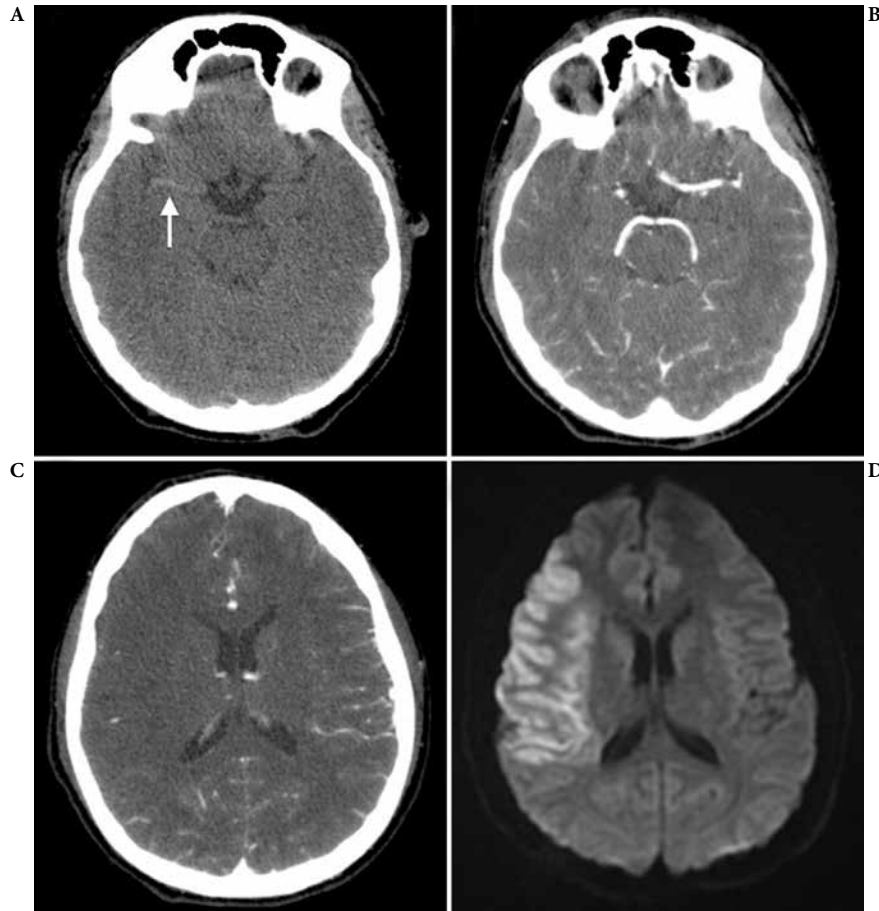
(A) Cranial CT without contrast showing hyperattenuation of the right MCA (“cord sign” – arrow). (B and C) Angio CT of the brain showing absence of flow in the initial segment of the right MCA and reduction of flow in cortical arteries in the right cerebral hemisphere. (D) Brain MRI showing an alteration in the diffusion in the right MCA territory.
